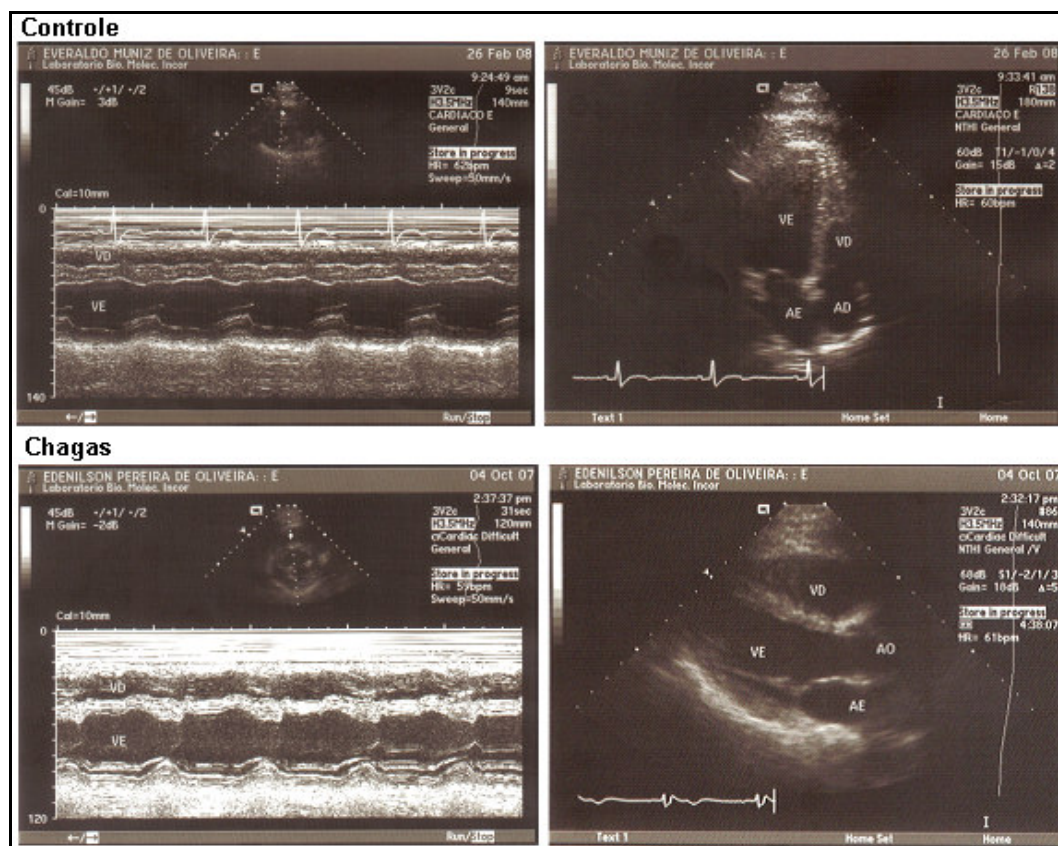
Exemplo de registro de ecocardiograma de voluntários do grupo C e Ch.
